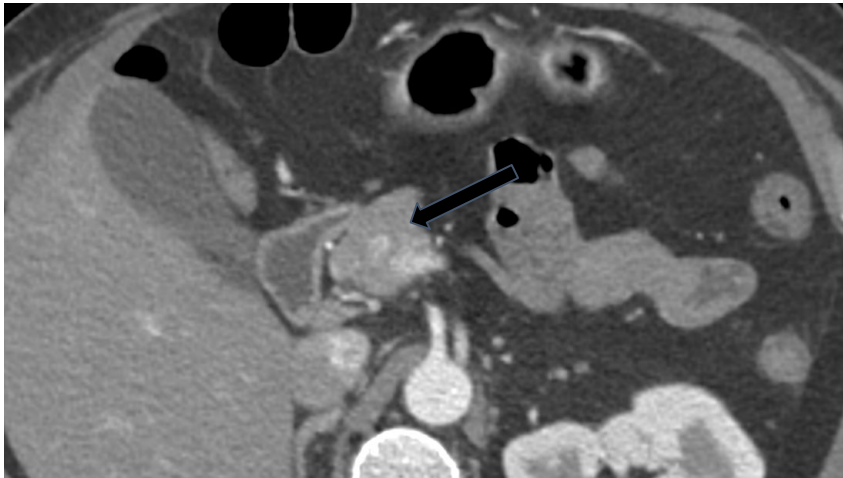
TC de abdomen y pelvis con contraste iv en fase pancreática, cortes axiales (izq). RM de abdomen con gadolinio (der):
